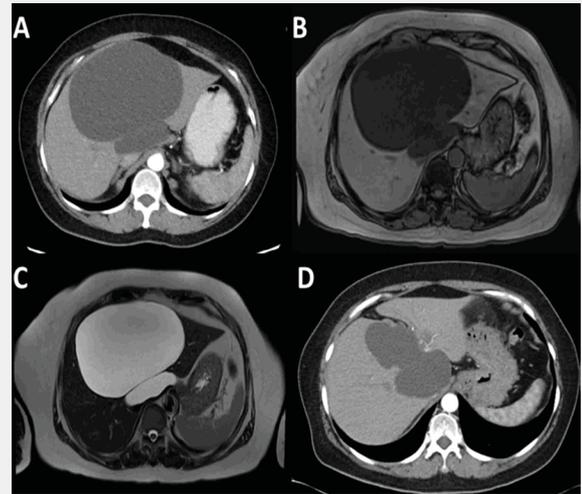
Resonancia magnética inicial y de seguimiento de paciente con QHS
